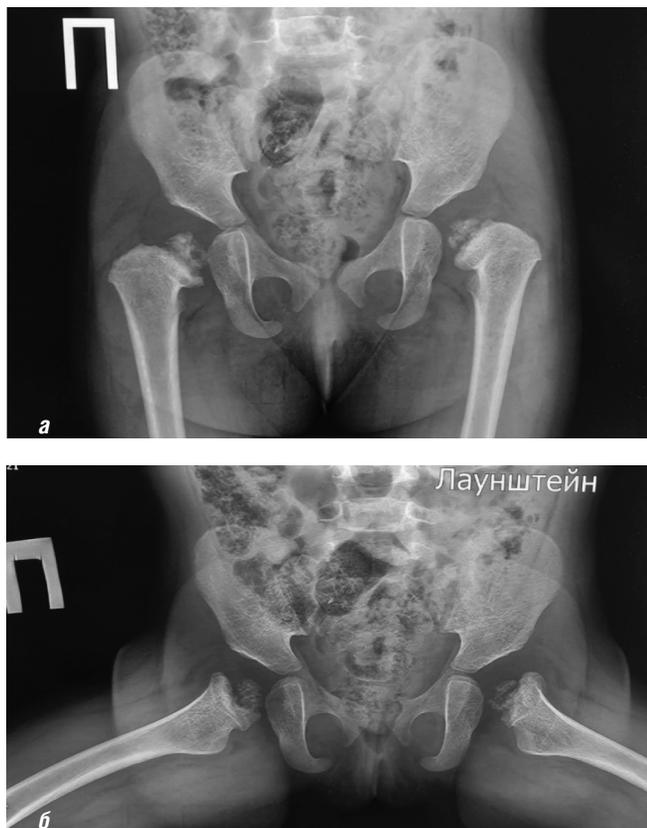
Рентгенограммы тазобедренного сустава в прямой проекции (а) и положении Лаунштейна (б). Возраст ребенка 1 год 6 месяцев. Ацетабулярный угол 33° справа и 33° слева. Шеечно-диафизарный угол 118° справа и 112° слева. Шейки бедренных костей укорочены с признаками остеосклероза. Оссификация головок бедер с признаками фрагментации
